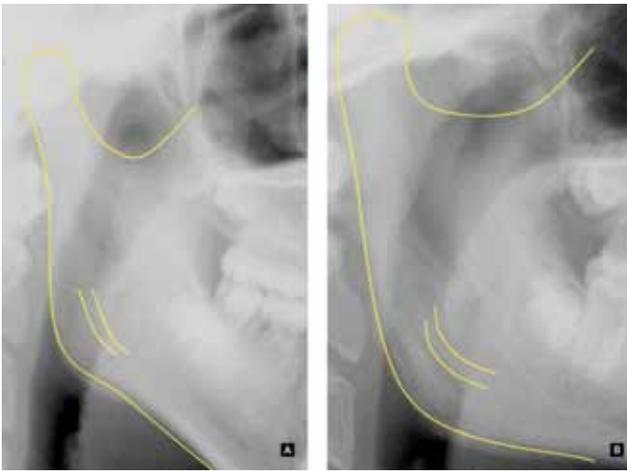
La anatomía condilar indica en la radiografía (A) un cóndilo con crecimiento posterior lo que sugiere un patrón de crecimiento en sentido vertical. La verticalización en el crecimiento del cóndilo acompaña con frecuencia un crecimiento horizontal (B) y rotación antihoraria mandibular.
